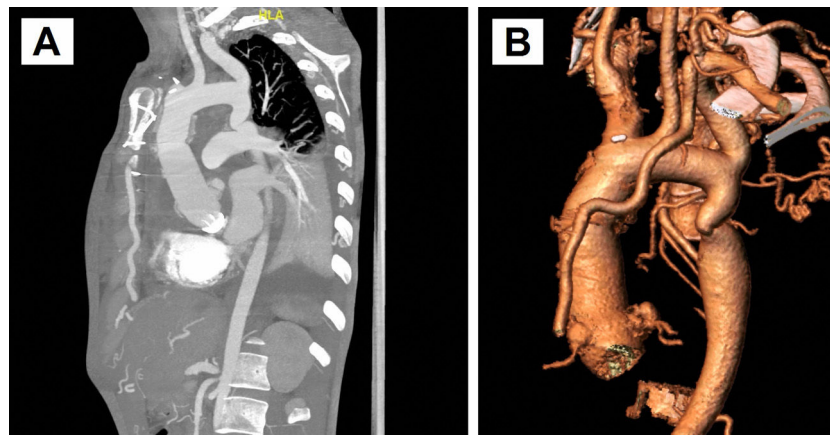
A yB) Reconstrucción de la TC de aorta postoperatoria apreciándose el conducto aortoavalvulado con reimplante de coronarias y la coartación de aorta posductal severa de 5x3 mm.
